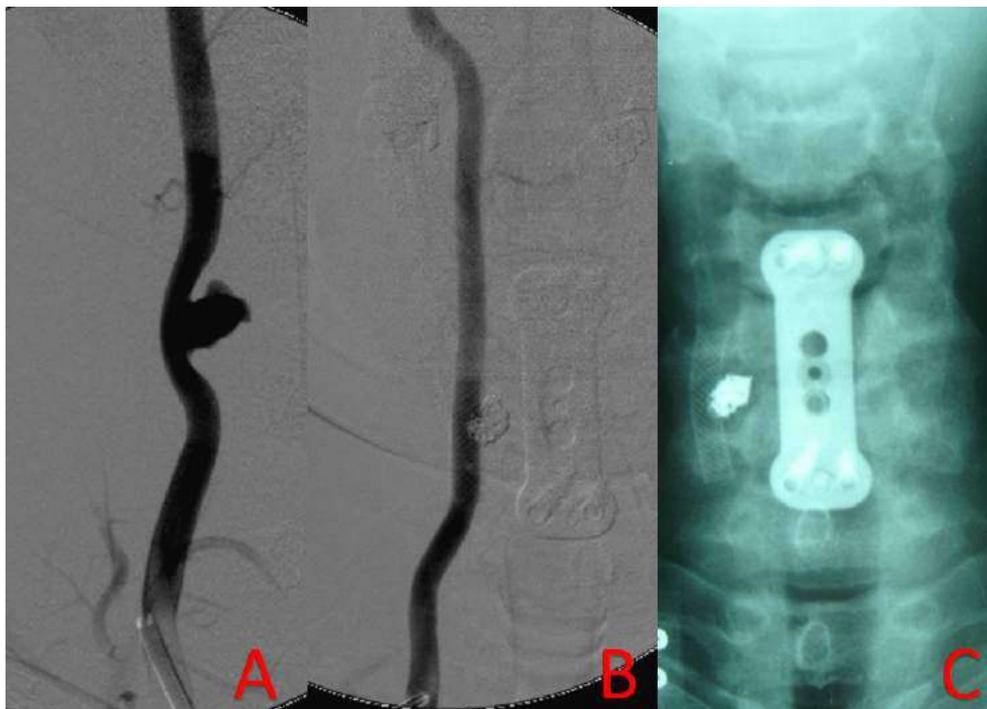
Paciente vítima de traumatismo raquimedular cervical submetido a artrodese via anterior com sangramento intenso durante a cirurgia. A. Angiografia evidenciando dissecção no segmento V2 da artéria vertebral direita com formação de pseudoaneurisma; B. controle tardio realizado tratamento com *coils* e *stent*; C. radiografia cervical anteroposterior de controle.
